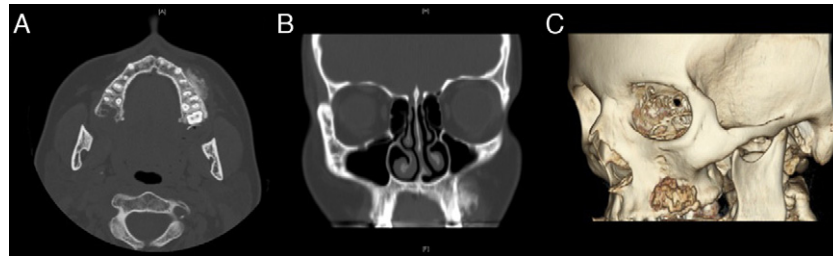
Imagen radiológica (tomografía computerizada). Obsérvese una lesión excrecente, de bordes mal definidos, con calcificación dispersa sin aparente destrucción de cortical externa. A) Corte axial. B) Corte coronal. C) Reconstrucción 3D.
